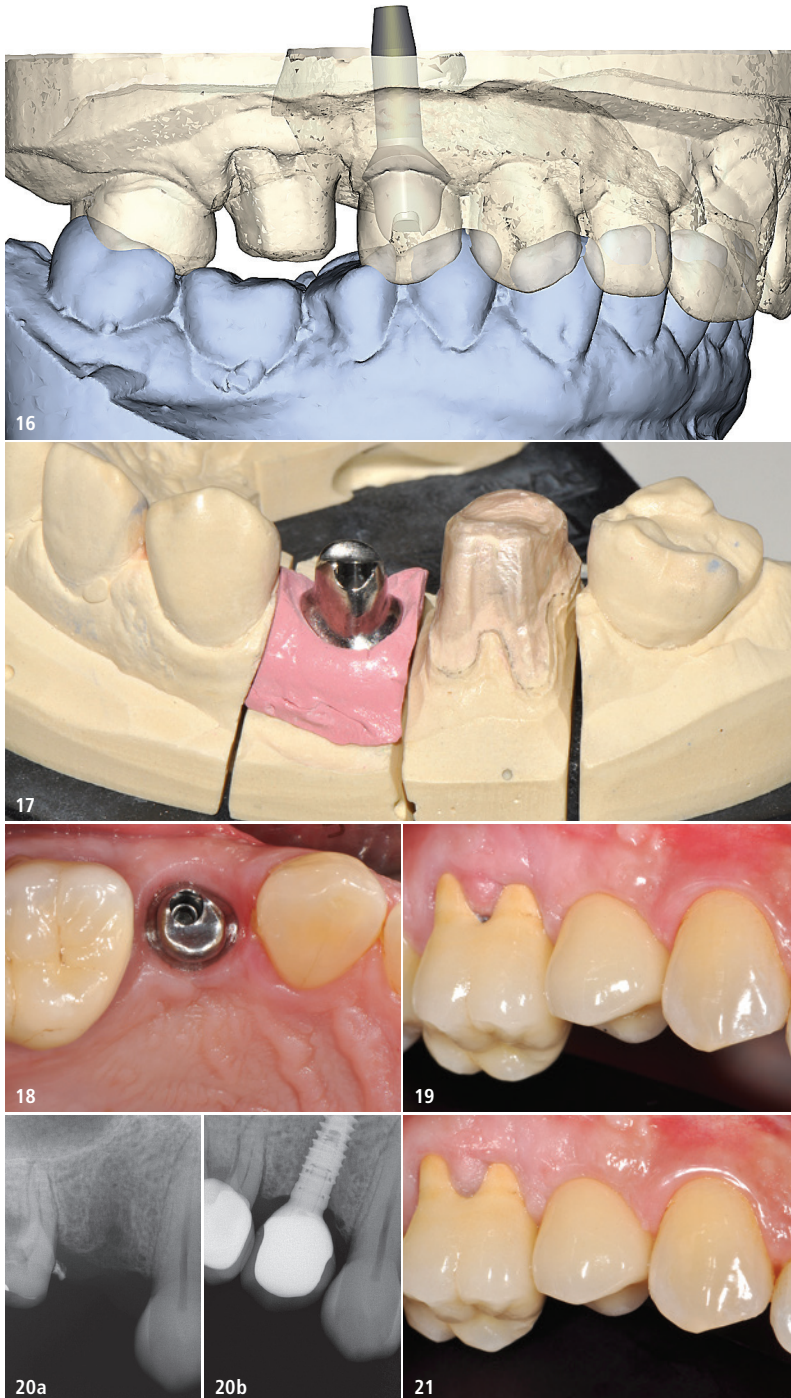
Konstruktion des individuellen Abutments (Atlantis) mit Wax-up Regio 15 als Vorlage. – Abb. 17: Das patientenindividuelle Abutment (Atlantis) auf dem Arbeitsmodell für das Herstellen der Implantatkrone 15 und der Krone 16. – Abb. 18: Verschraubtes Abutment und eingegliederte Krone auf Zahn 16. – Abb. 19: Situation unmittelbar nach dem Einsetzen der Implantatkrone Regio 15. – Abb. 20a und b: Röntgenfilm Regio 15 vor und nach der Insertion des Implantats (Xive S, Ø 3,4 mm). – Abb. 21: Nachuntersuchung. Das Gewebe im Bereich der Furkation 16 hat sich ideal adaptiert.
